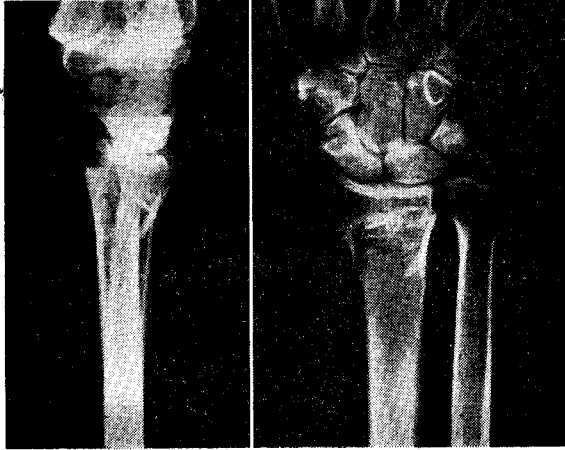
A — Radiografia inicial de fratura de Colles tipo Deslocamento Dorsal e de grau II (Frykman) em mulher de 51 anos.
